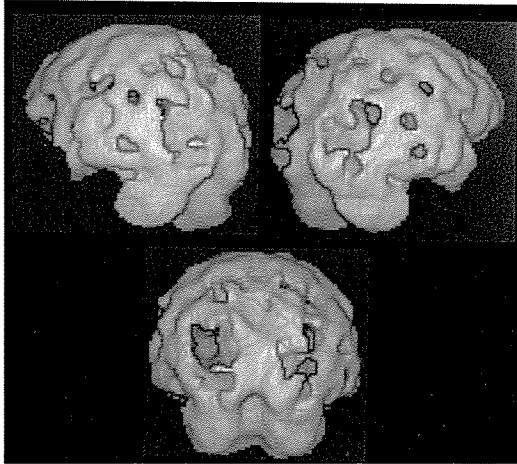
症例1の phosphen 出現期間の SPECT 立体画像
